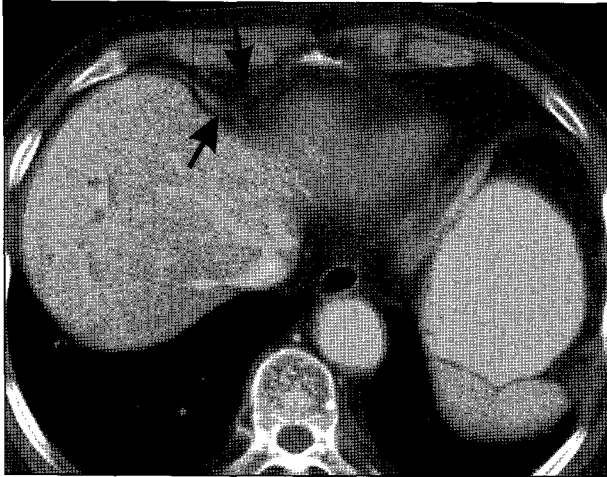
Pleuropericardial fat. Contrast enhanced CT scan at the level of the xiphoid process shows discontinuity (arrows) of the anterior portion of the right diaphragm.
